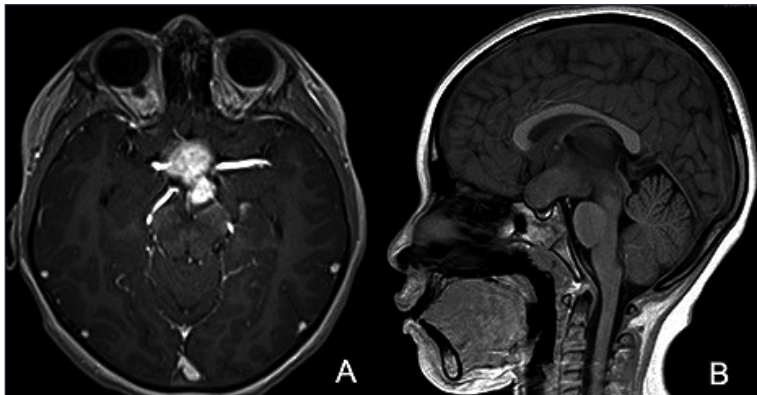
Initial study. A. Contrasted MRI in axial slice where a hyperintense image is observed in the sellar region which enhances the 30.6 x 24.9 mm contrast medium; B. T1-weighted MRI in sagittal slice where an isointense image is observed that displaces the hypothalamus ventrally and occupies the entire interpenduncular cistern.
